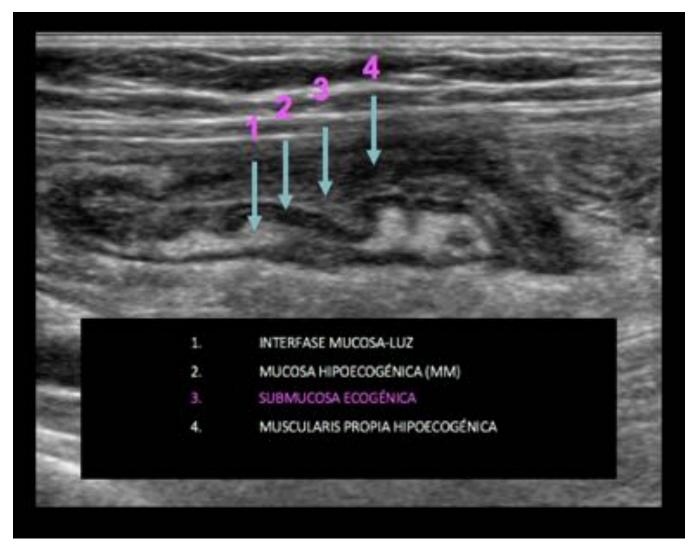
Detalle en ecografía abdominal en modo B de las capas de la pared intestinal.
